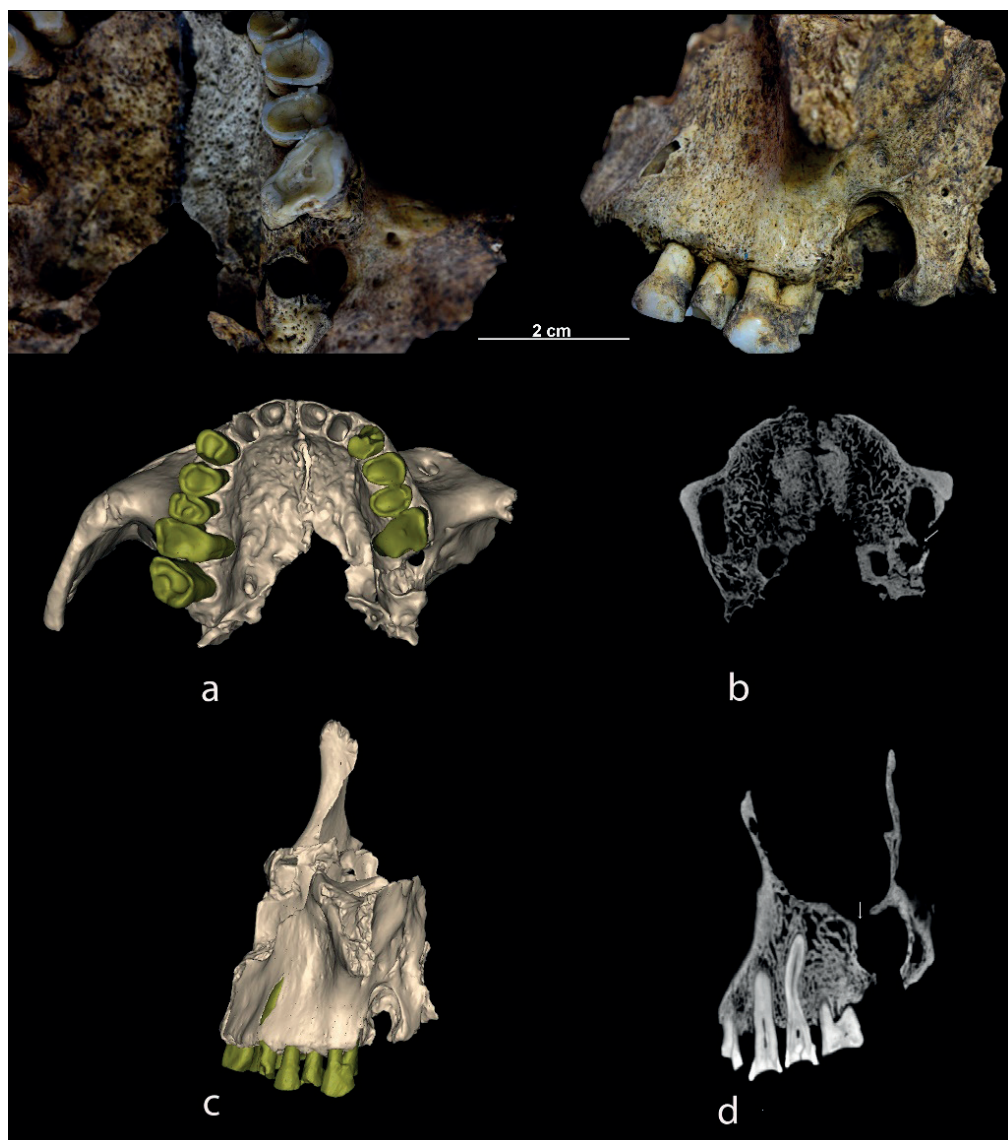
Detalle del maxilar EP-4551 en vista inferior y lateral izquierda e imágenes del TAC. a) Vista inferior de la reconstrucción 3D donde puede apreciarse el absceso; b) corte axial del TAC donde se puede observar que el absceso comunica con el seno maxilar; c) vista lateral de la reconstrucción 3D; d) corte sagital del TAC donde se evidencia la comunicación del absceso con el seno maxilar.
